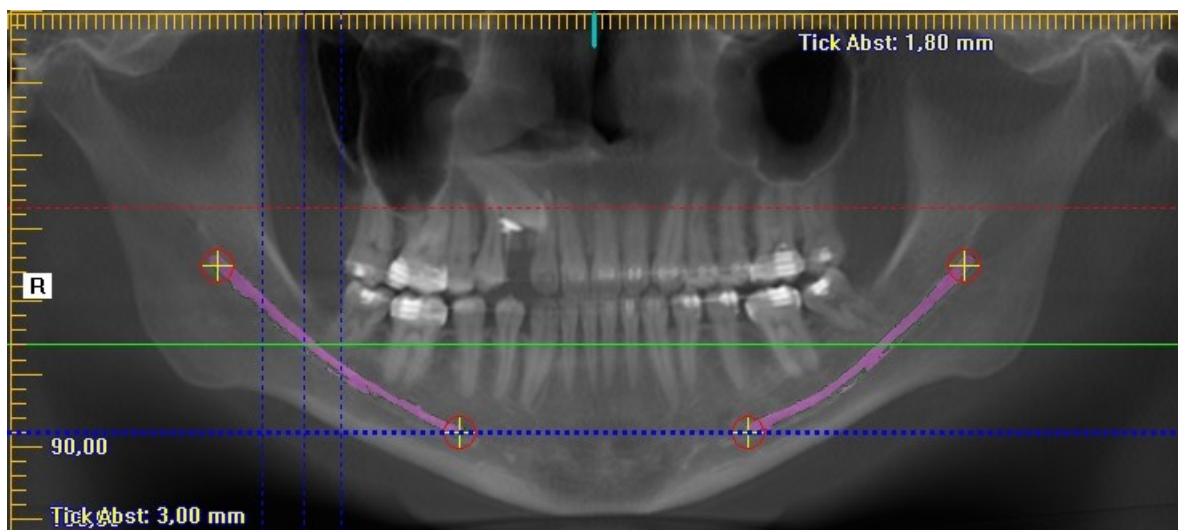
Darstellung einer rekonstruierten präoperativen Panoramaschichtaufnahme aus einer digitalen volumentomographischen Aufnahme mit Berechnung des Canalis mandibulae. Die oberen Markierungen (Kreuze) je Unterkieferseite sind auf Höhe des Foramen mandibulae gesetzt, die unteren Markierungen (Kreuze) sind auf Höhe des Foramen mentale gesetzt. Die lilafarbige Markierung kennzeichnet die Berechnung des Software-Programms zur Darstellung des Verlaufs des Canalis mandibulae.
